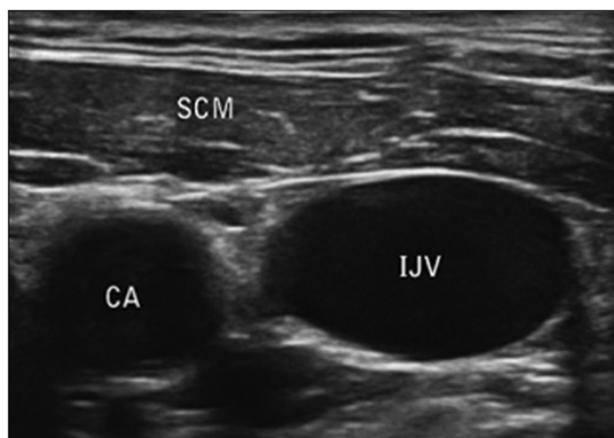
Imagem de ultrassonografia da artéria carótida (CA) e da veia jugular interna (IJV)
